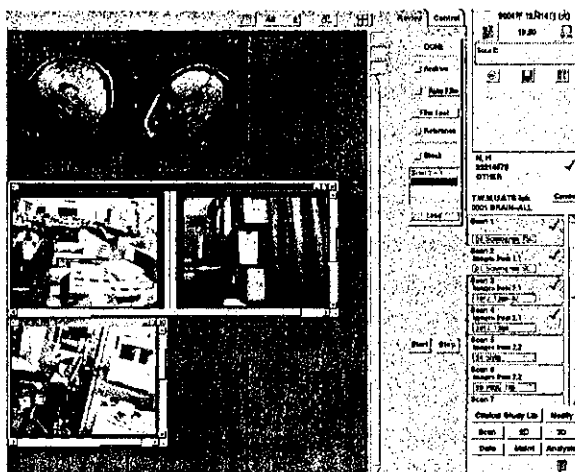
手術戦略デスク」での提示画面例。MRIコンソール画面(バックグラウンド)及び術場・研究所(2地点)のカメラ映像がLAN経由で表示される。MRI画面表示では本来黒で表示される文字・バー等が青で表示されている。
